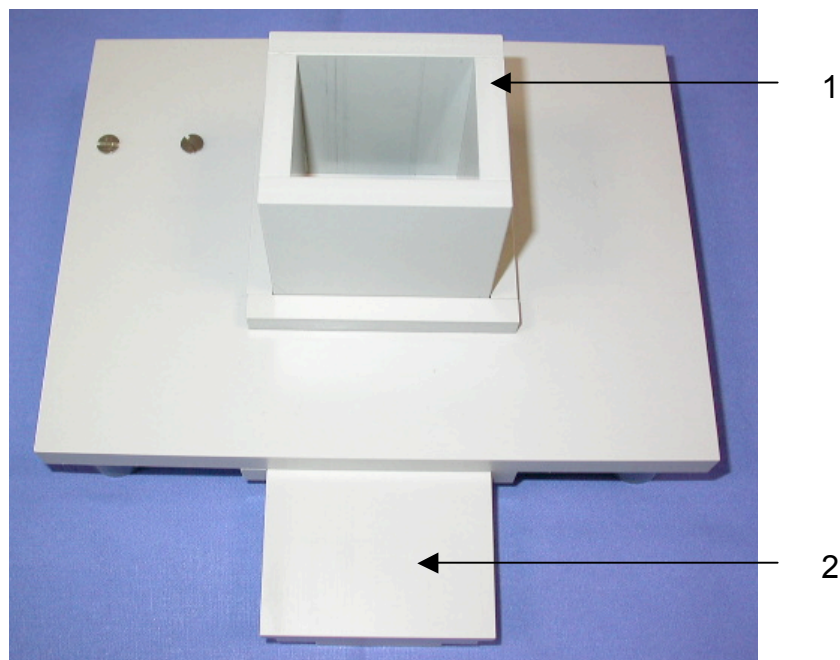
Vorrichtung zum reproduzierbaren Röntgen von der Seite: 1: Kästchen zur Aufnahme des Röntgentubus; 2: Lade für die Speicherfolie.
